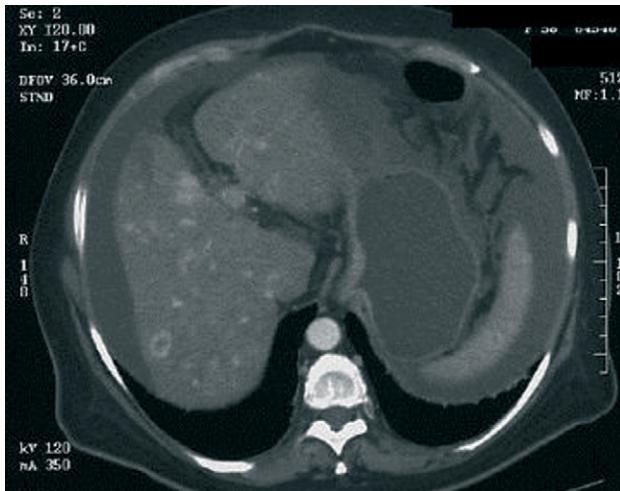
Tomografía computarizada abdominal. Lesiones ocupantes de espacio hipervasculares en fase arterial de carácter inespecífico, aunque sugieren una etiología tumoral.
